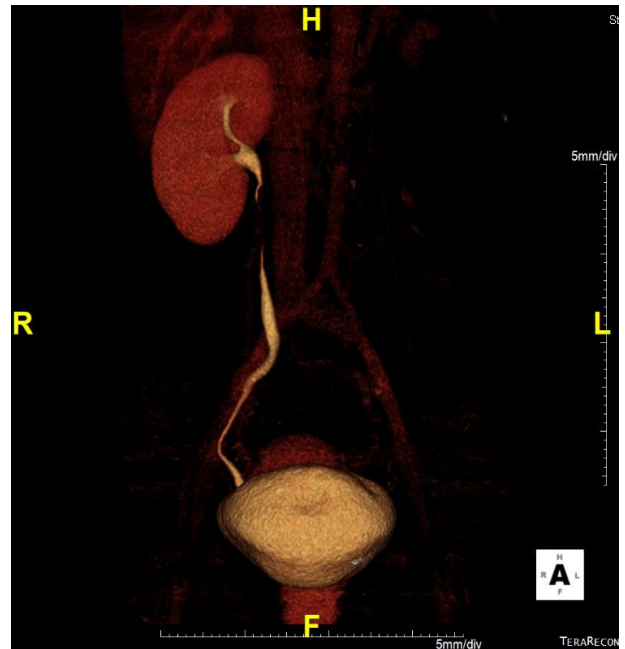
CT image of hydronephrosis kidney.
